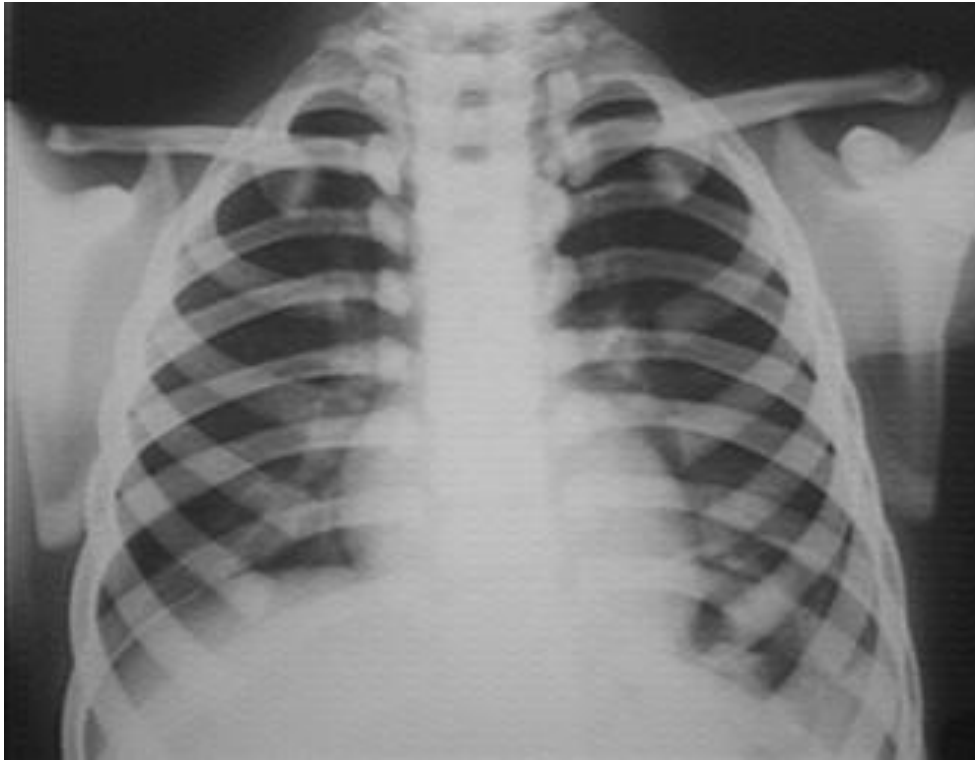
106. Radiografía frontal de tórax, paciente con osteopetrosis. Las costillas son escleróticas y de densidad homogénea.
